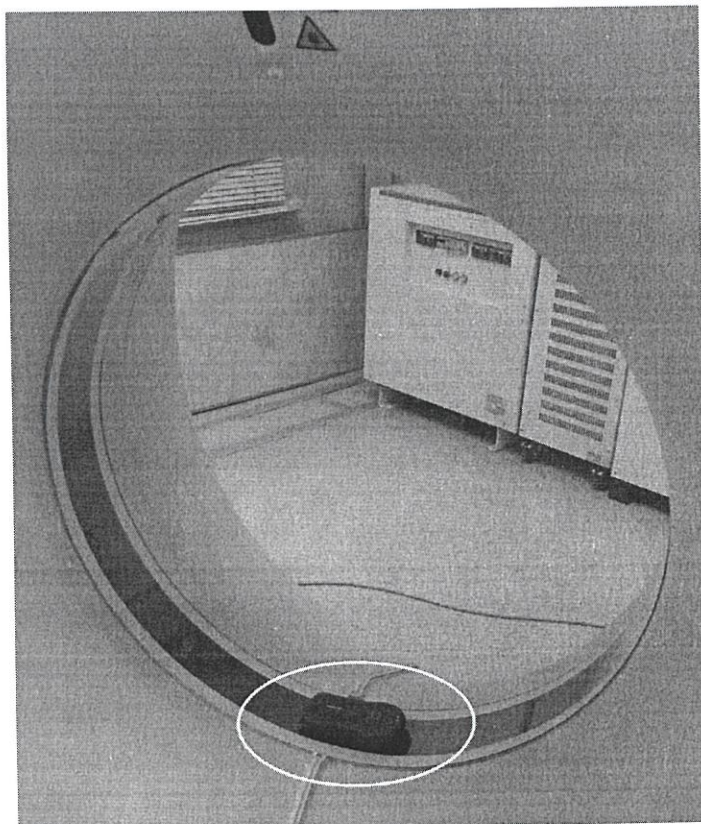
Расположение измерительного прибора внутри апертуры на нижней поверхности гентри. Рентгеновский излучатель зафиксирован сверху
